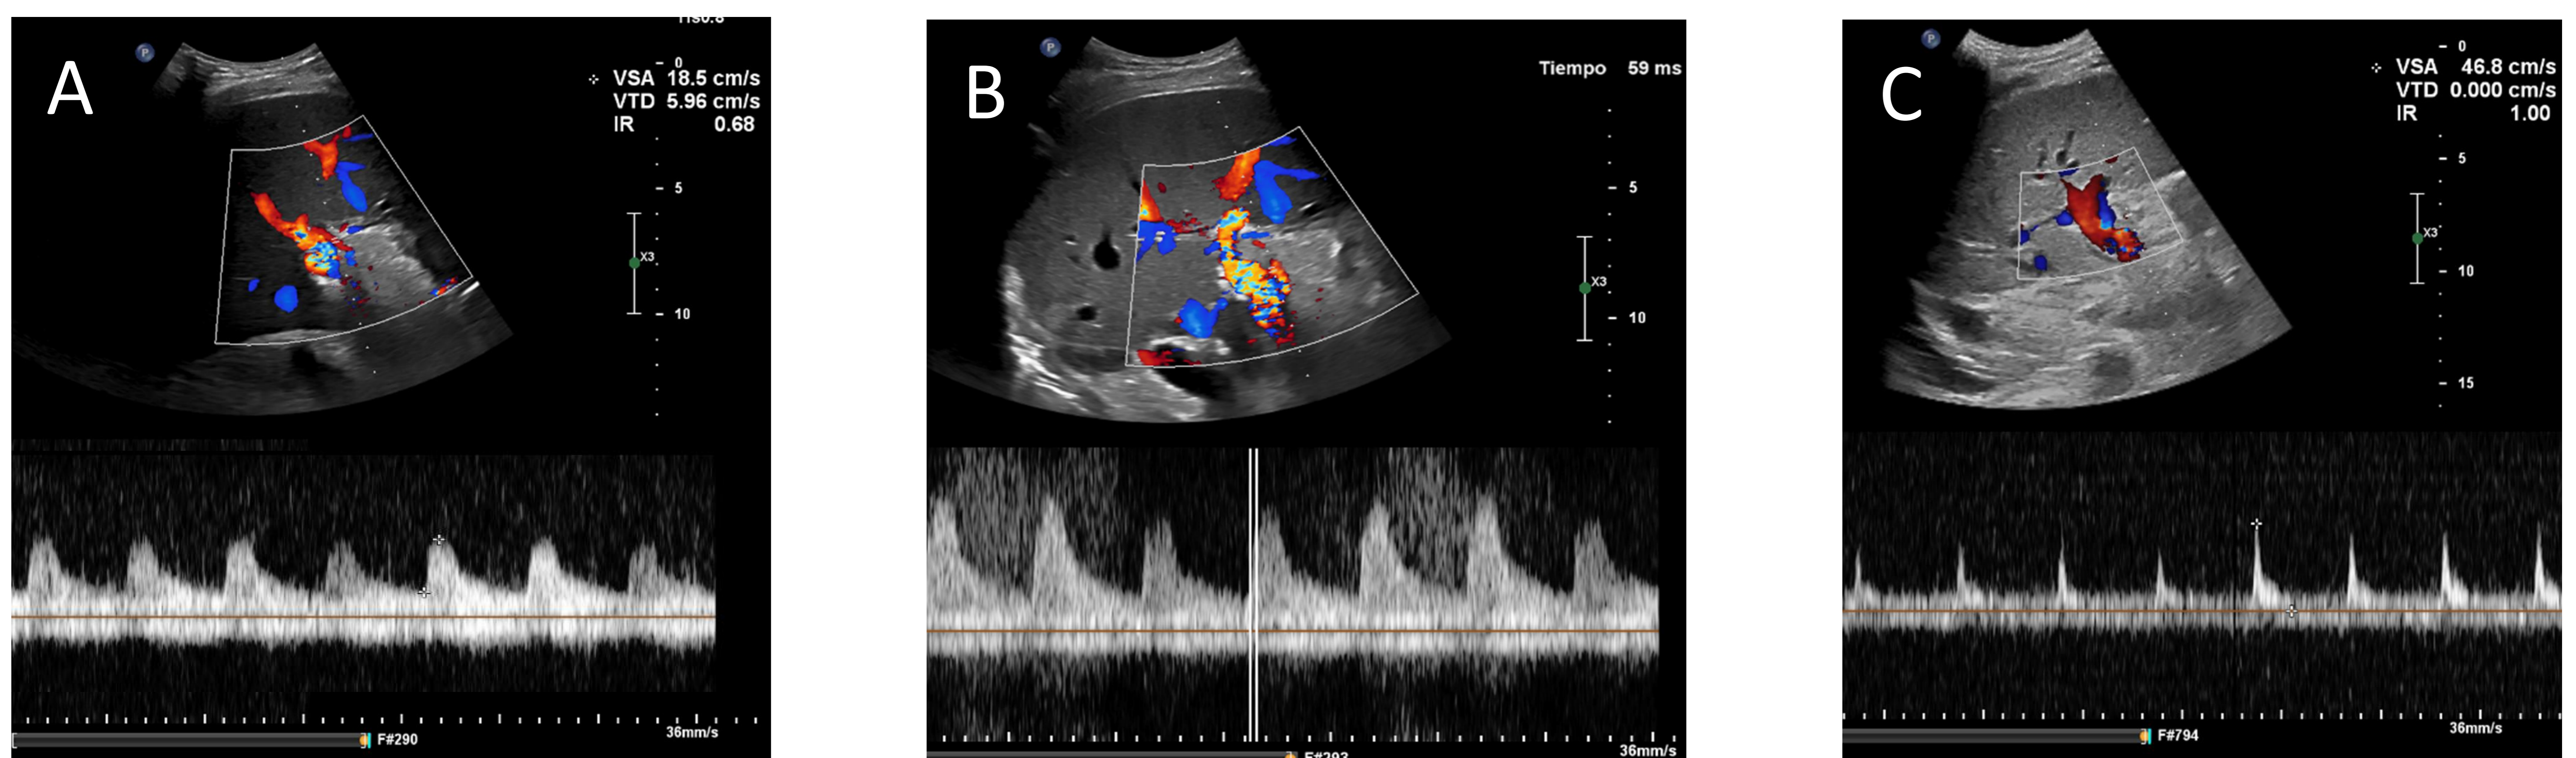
Estudio arterial en ecografía de trasplante hepático
